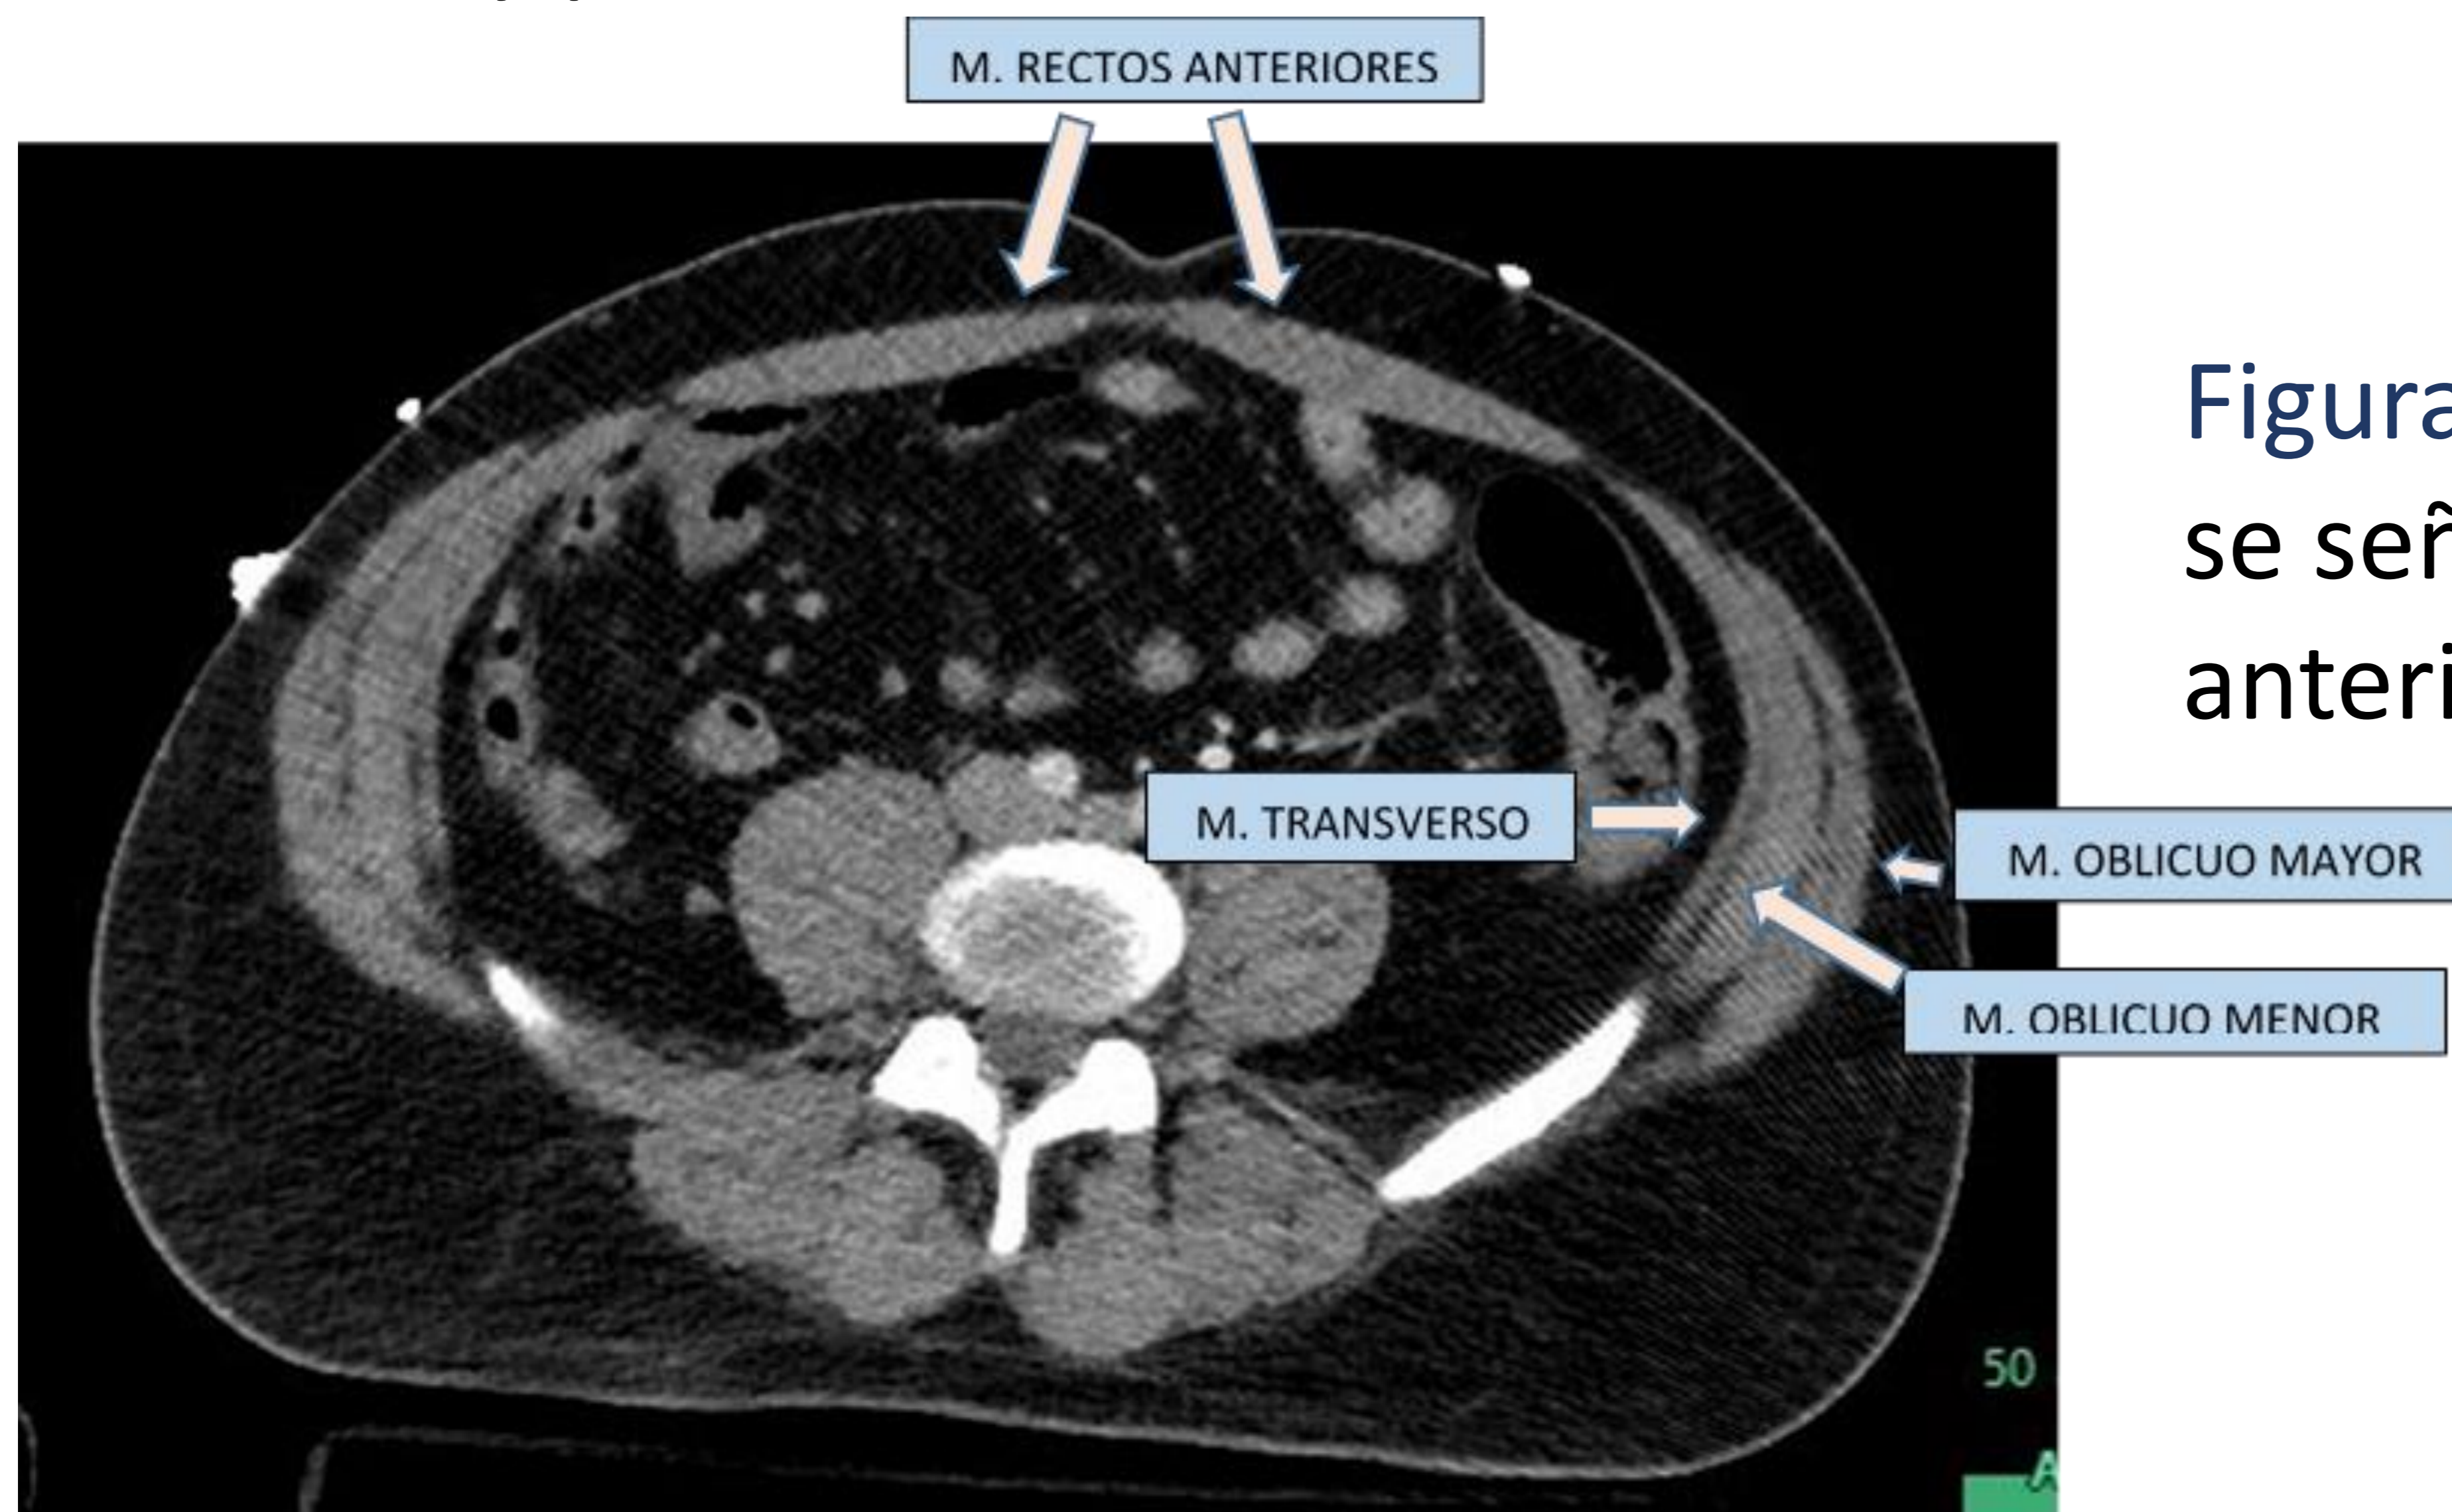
Corte axial de TC donde se señalan la musculatura anterior de la pelvis.
